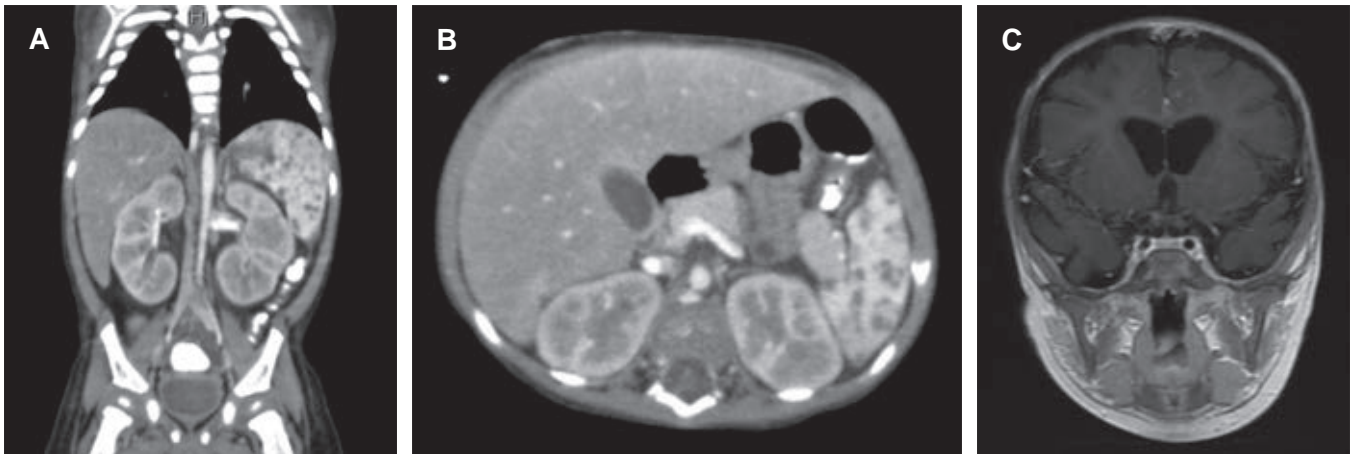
A) Corte coronal de tomografía computarizada de abdomen, en donde se observan lesiones densas bien definidas en bazo y riñones. B) Corte axial. C) Resonancia magnética de cráneo, la cual demostró hiperintensidades en sustancia periventricular.
